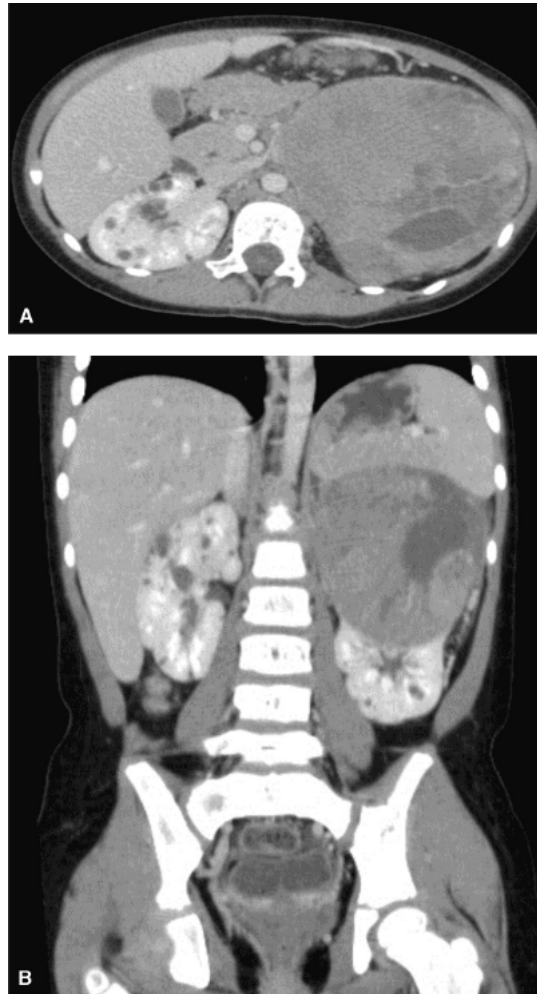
Tumor de Wilms: paciente de 5 anos, sexo feminino. A. Tomografia computadorizada do abdome, fase venosa, demonstra volumosa lesão sólida, expansiva, heterogênea, localizada na loja renal esquerda. B. Mesmo paciente, reformatação coronal, fase venosa, evidencia lesão sólida no polo superior renal esquerdo. Notar múltiplos cistos corticais bilaterais.
